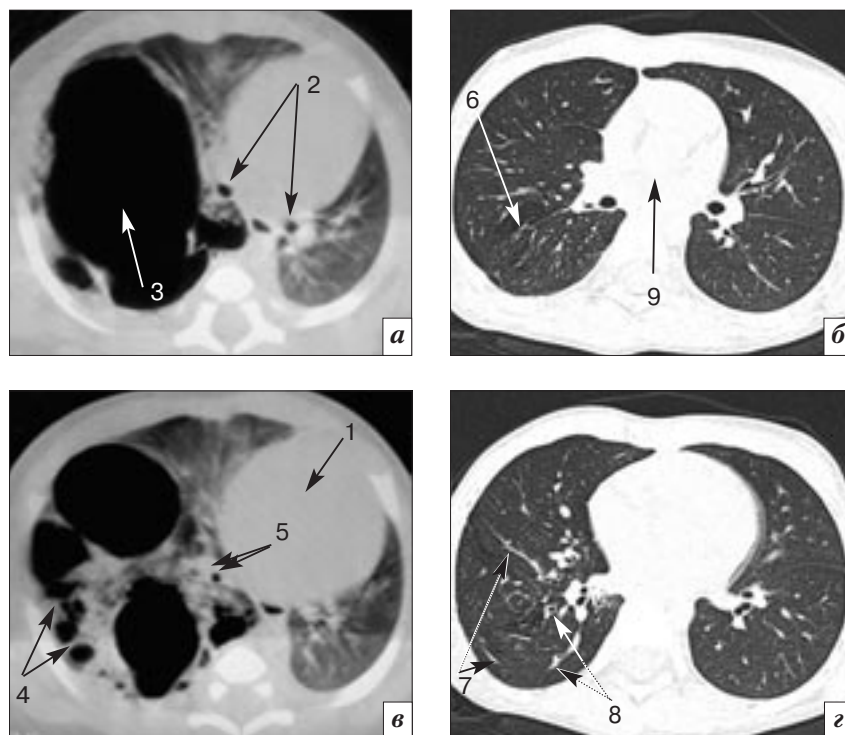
КАМ I типа нижней и средней долей правого легкого. Оперативное лечение в объеме средней лобэктомии и резекции нижней доли правого легкого на 4-е сутки жизни. Наблюдение в течение 6 лет: субъективных жалоб нет, ребенок растет и развивается соответственно возрасту. Плановая КТ выполнена перед школой: *а, в* – КТ грудной полости в 1-е сутки жизни (легочный режим); в нижней доле правого легкого от верхней апертуры до диафрагмы определяется патологическое образование большого размера, оказывающее выраженное объемное воздействие: органы средостения расположены в левой половине грудной полости (1), смещение влево и ротация долевых бронхов (2); образование состоит из крупной воздушной кисты с неровными стенками (3) и более мелких кист округлой и овальной формы (4), разделенных мягкоткаными структурами, крупные бронхи правого легкого перемещены в соответствии с изменением объема, бронхи базальной пирамиды сближены (5); *б, з* – МСКТ грудной полости в возрасте 6 лет (легочный режим): в зоне оперативного лечения – нарушение архитектоники легочной ткани с минимальными зонами вздутия (6) и плевропульмональными тяжами (7), перемещение оставшихся бронхов базальных сегментов нижней доли правого легкого (8) в соответствии с изменением объема и топографии. Оставшаяся часть правого легкого полностью выполняет правую половину грудной полости, средостение (9) не смещено
